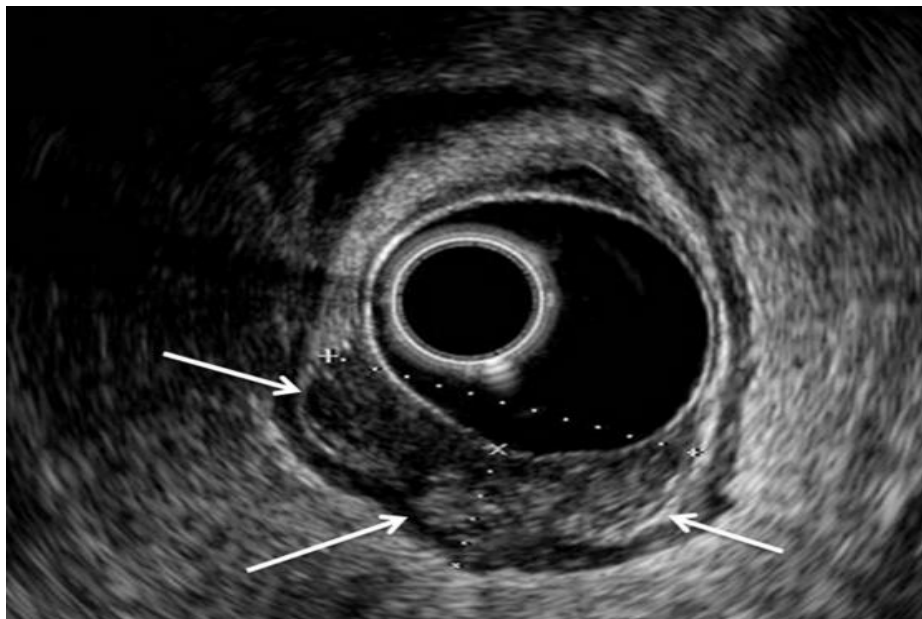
Échographie endorectale d'une tumeur rectale T3 (flèches)
